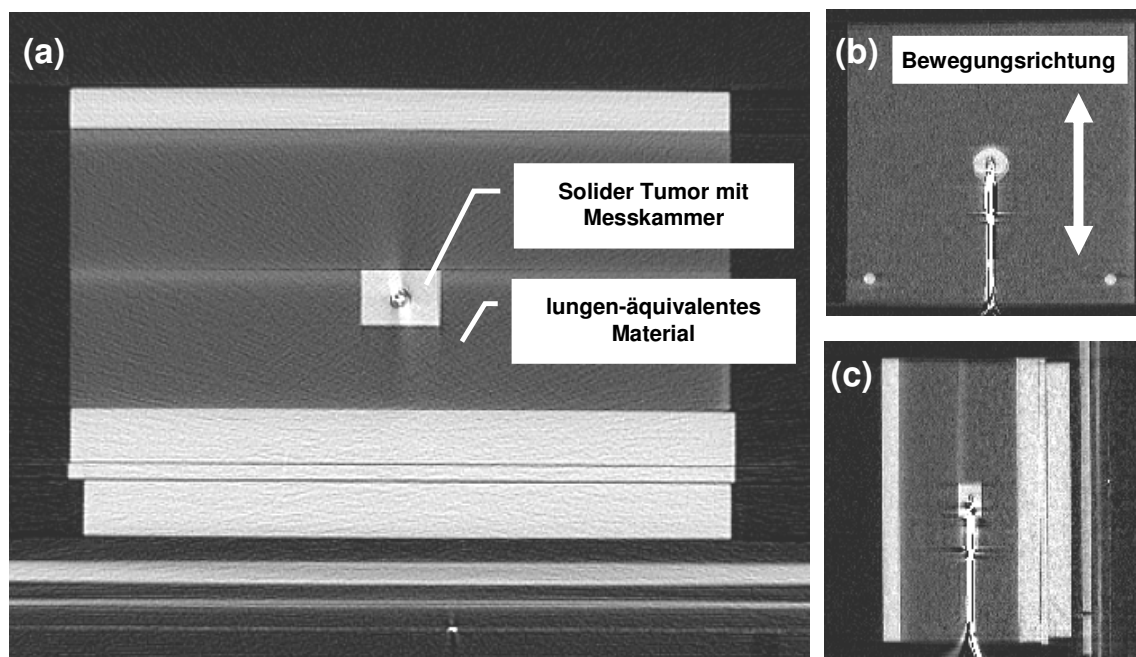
Inhomogenes Bewegungsphantom in (a) axialer, (b) coronaler und (c) sagittaler Ansicht im CT-Datensatz.
